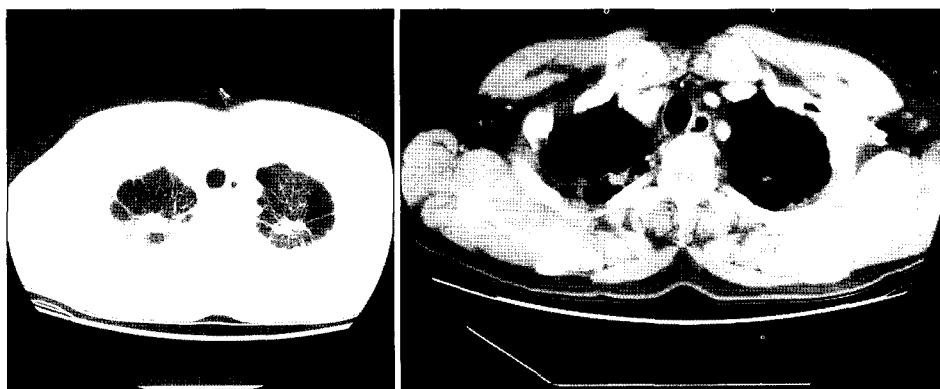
The chest CT showed bronchopleural fistula tract in right upper lobar bronchus (RUL=Right upper lobe).
